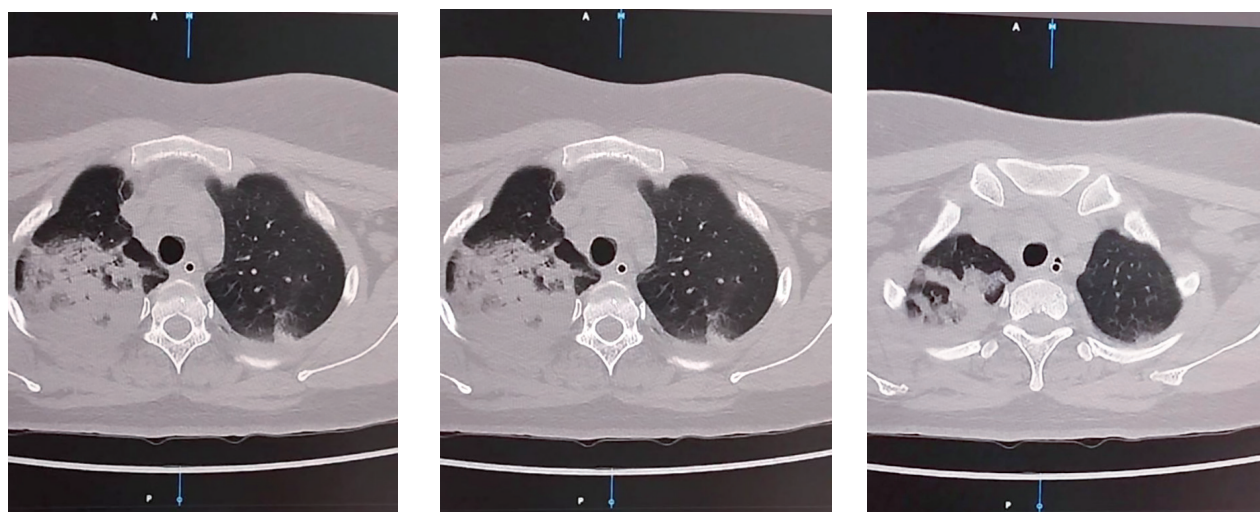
Снимки данных компьютерной томографии больной при поступлении
